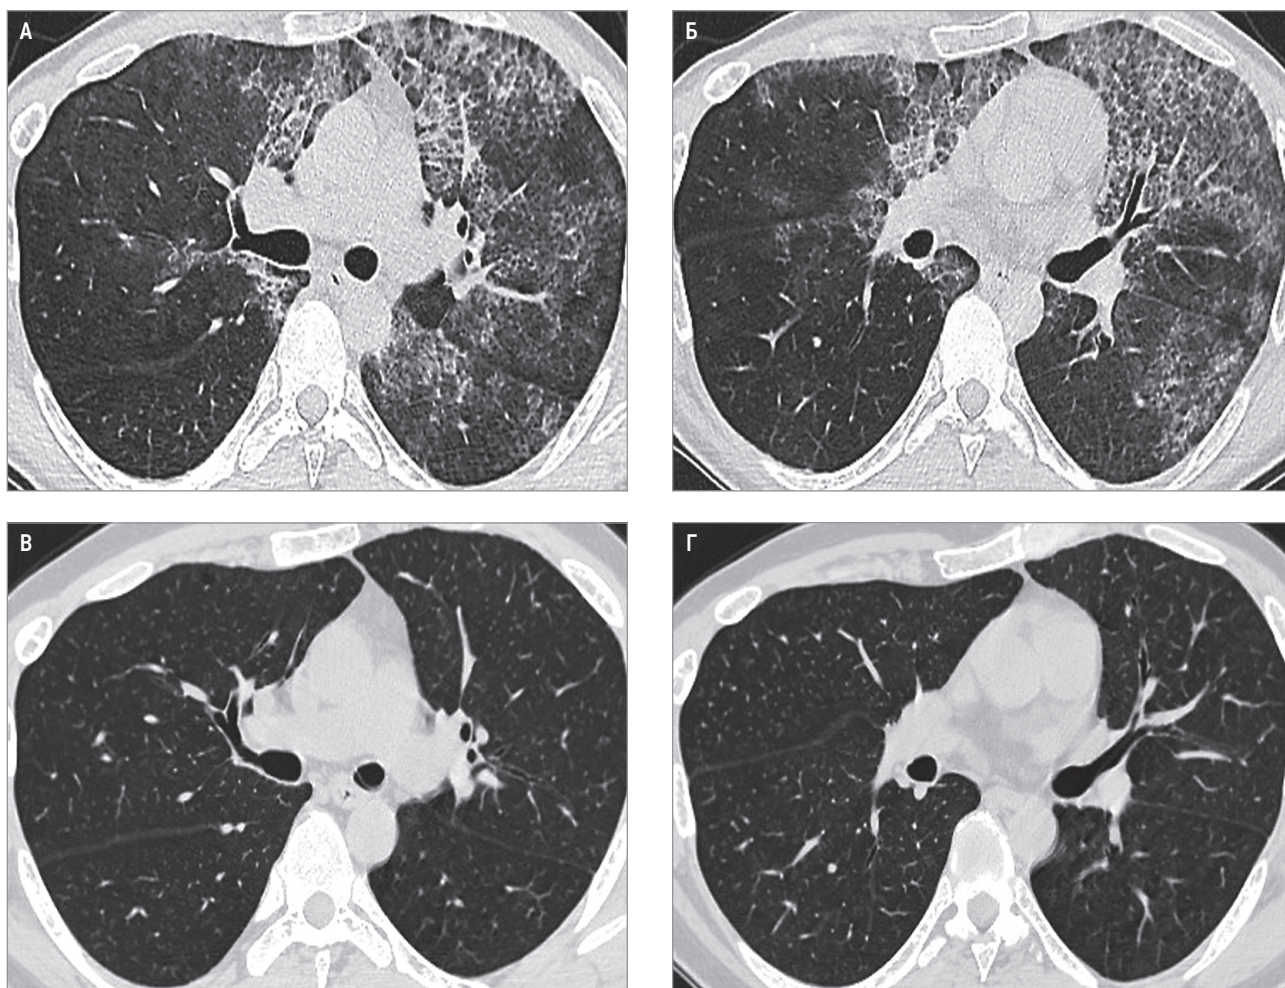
Динамика изменений при компьютерной томографии на фоне ингаляционного применения молграмостима у больного альвеолярным протеинозом: А, Б – исходно; В, Г – через год применения препарата
